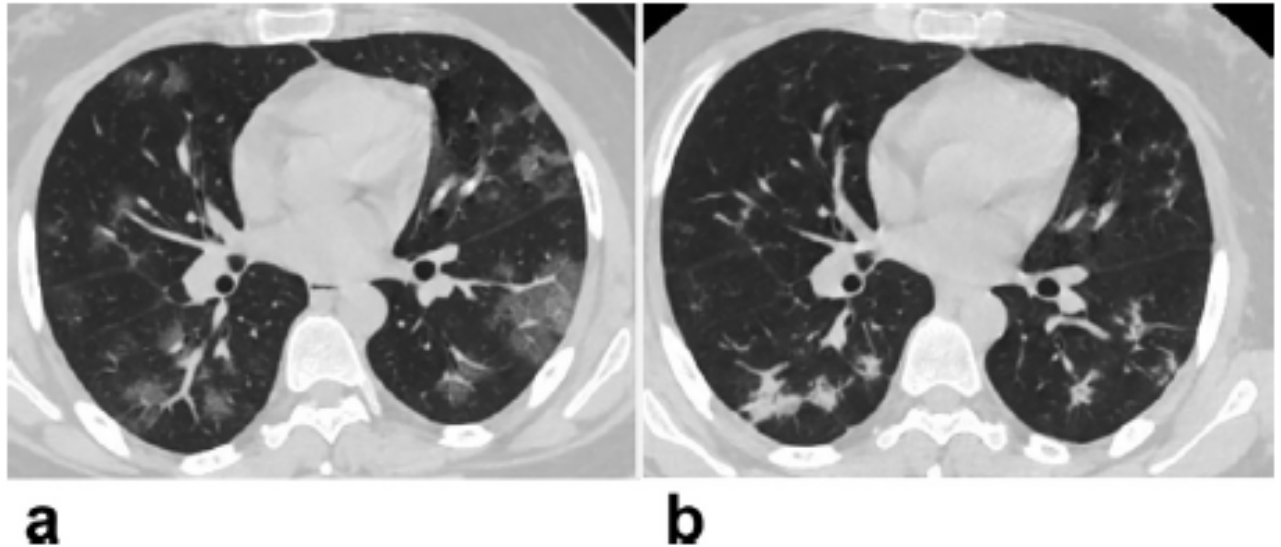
Une TDM chez une femme enceinte avant le traitement antiviral (a) et après (b) dans l'étude de Liu et al [101]
